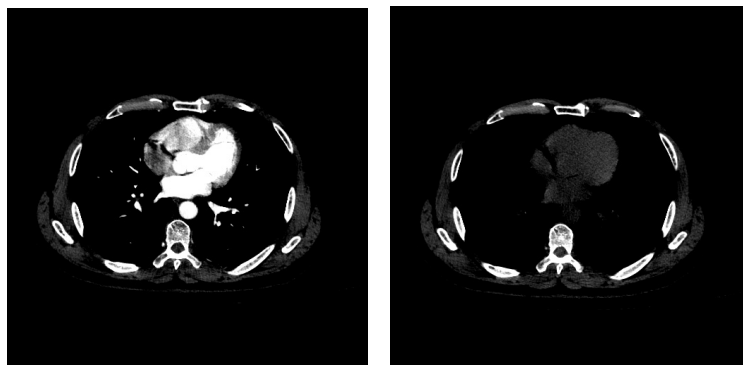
Angiotomografía con contraste vs. Angiotomografía sin contraste
